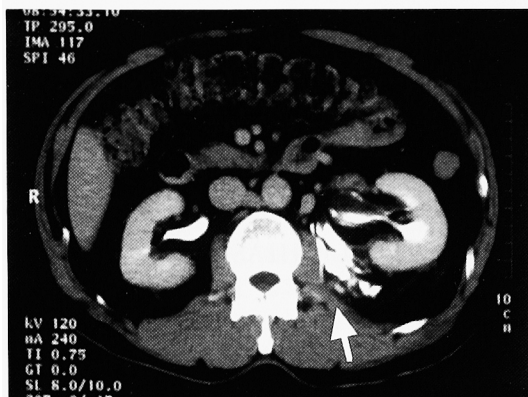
CT scan demonstrated the leakage of contrast medium near the left renal pelvis (arrow).
